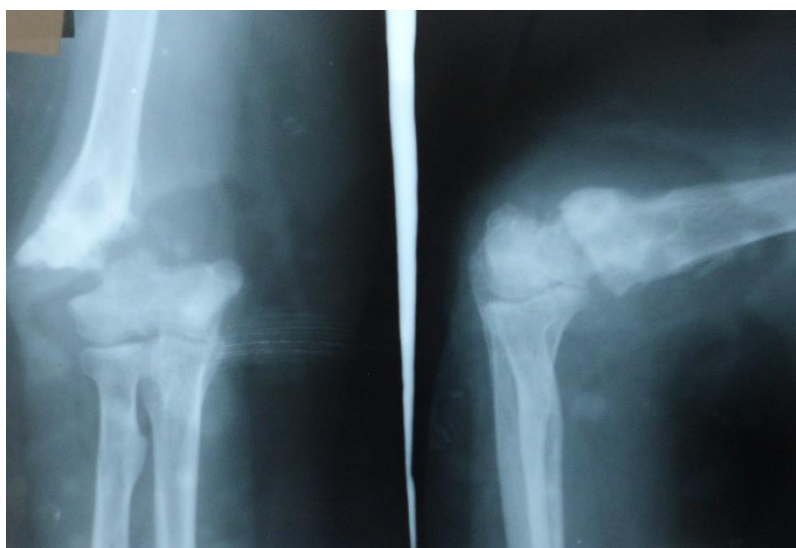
На рентгенограмме локтевого сустава слева в 2-х проекциях отмечается диастаз между отломками, склероз концов отломков и дефект костной ткани (23.04.2018)
